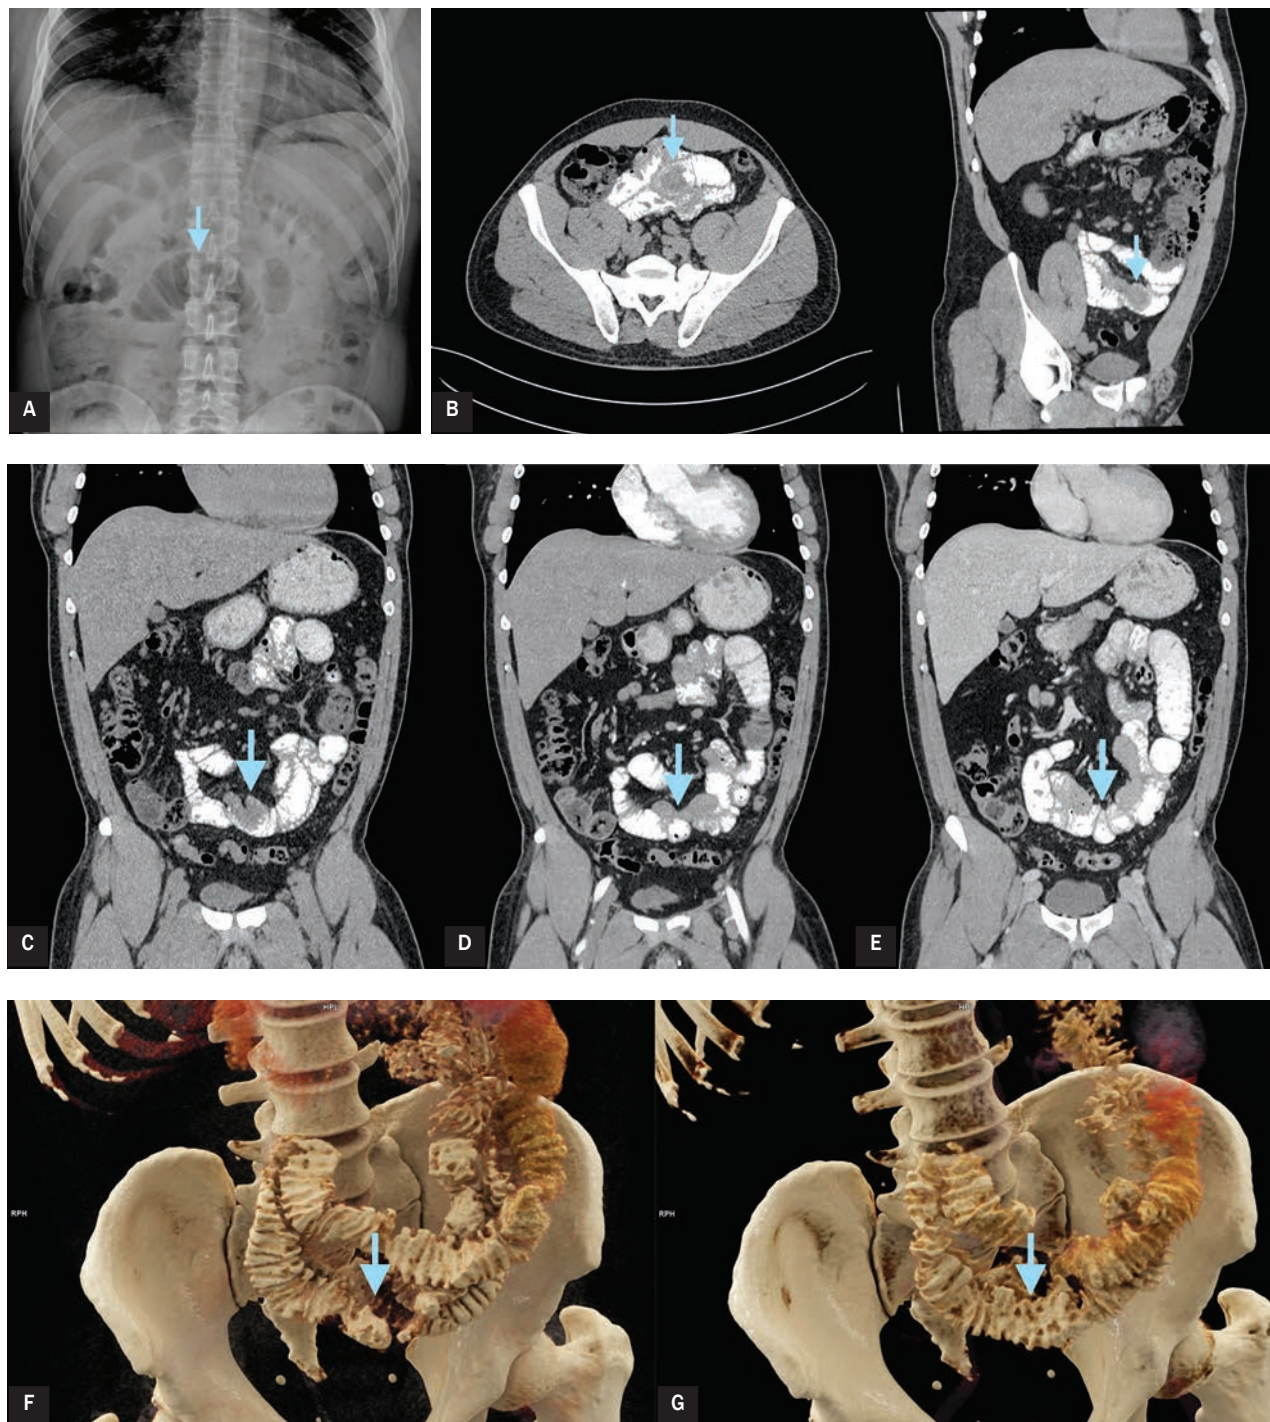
Abdominal X-ray showing dilated small bowel loop in the umbilical area (A). Computed Tomography images showing small bowel intussusception on non-contrast-enhanced scan (B1, B2) and its withdrawal in the following phases after intravenous contrast administration (C, D, E). Virtual Reconstruction of the Computed Tomography images showing segmental lack of contrast in the intestine at non-contrast phase (F) and re-contrast of the intestine in subsequent phases (G)
